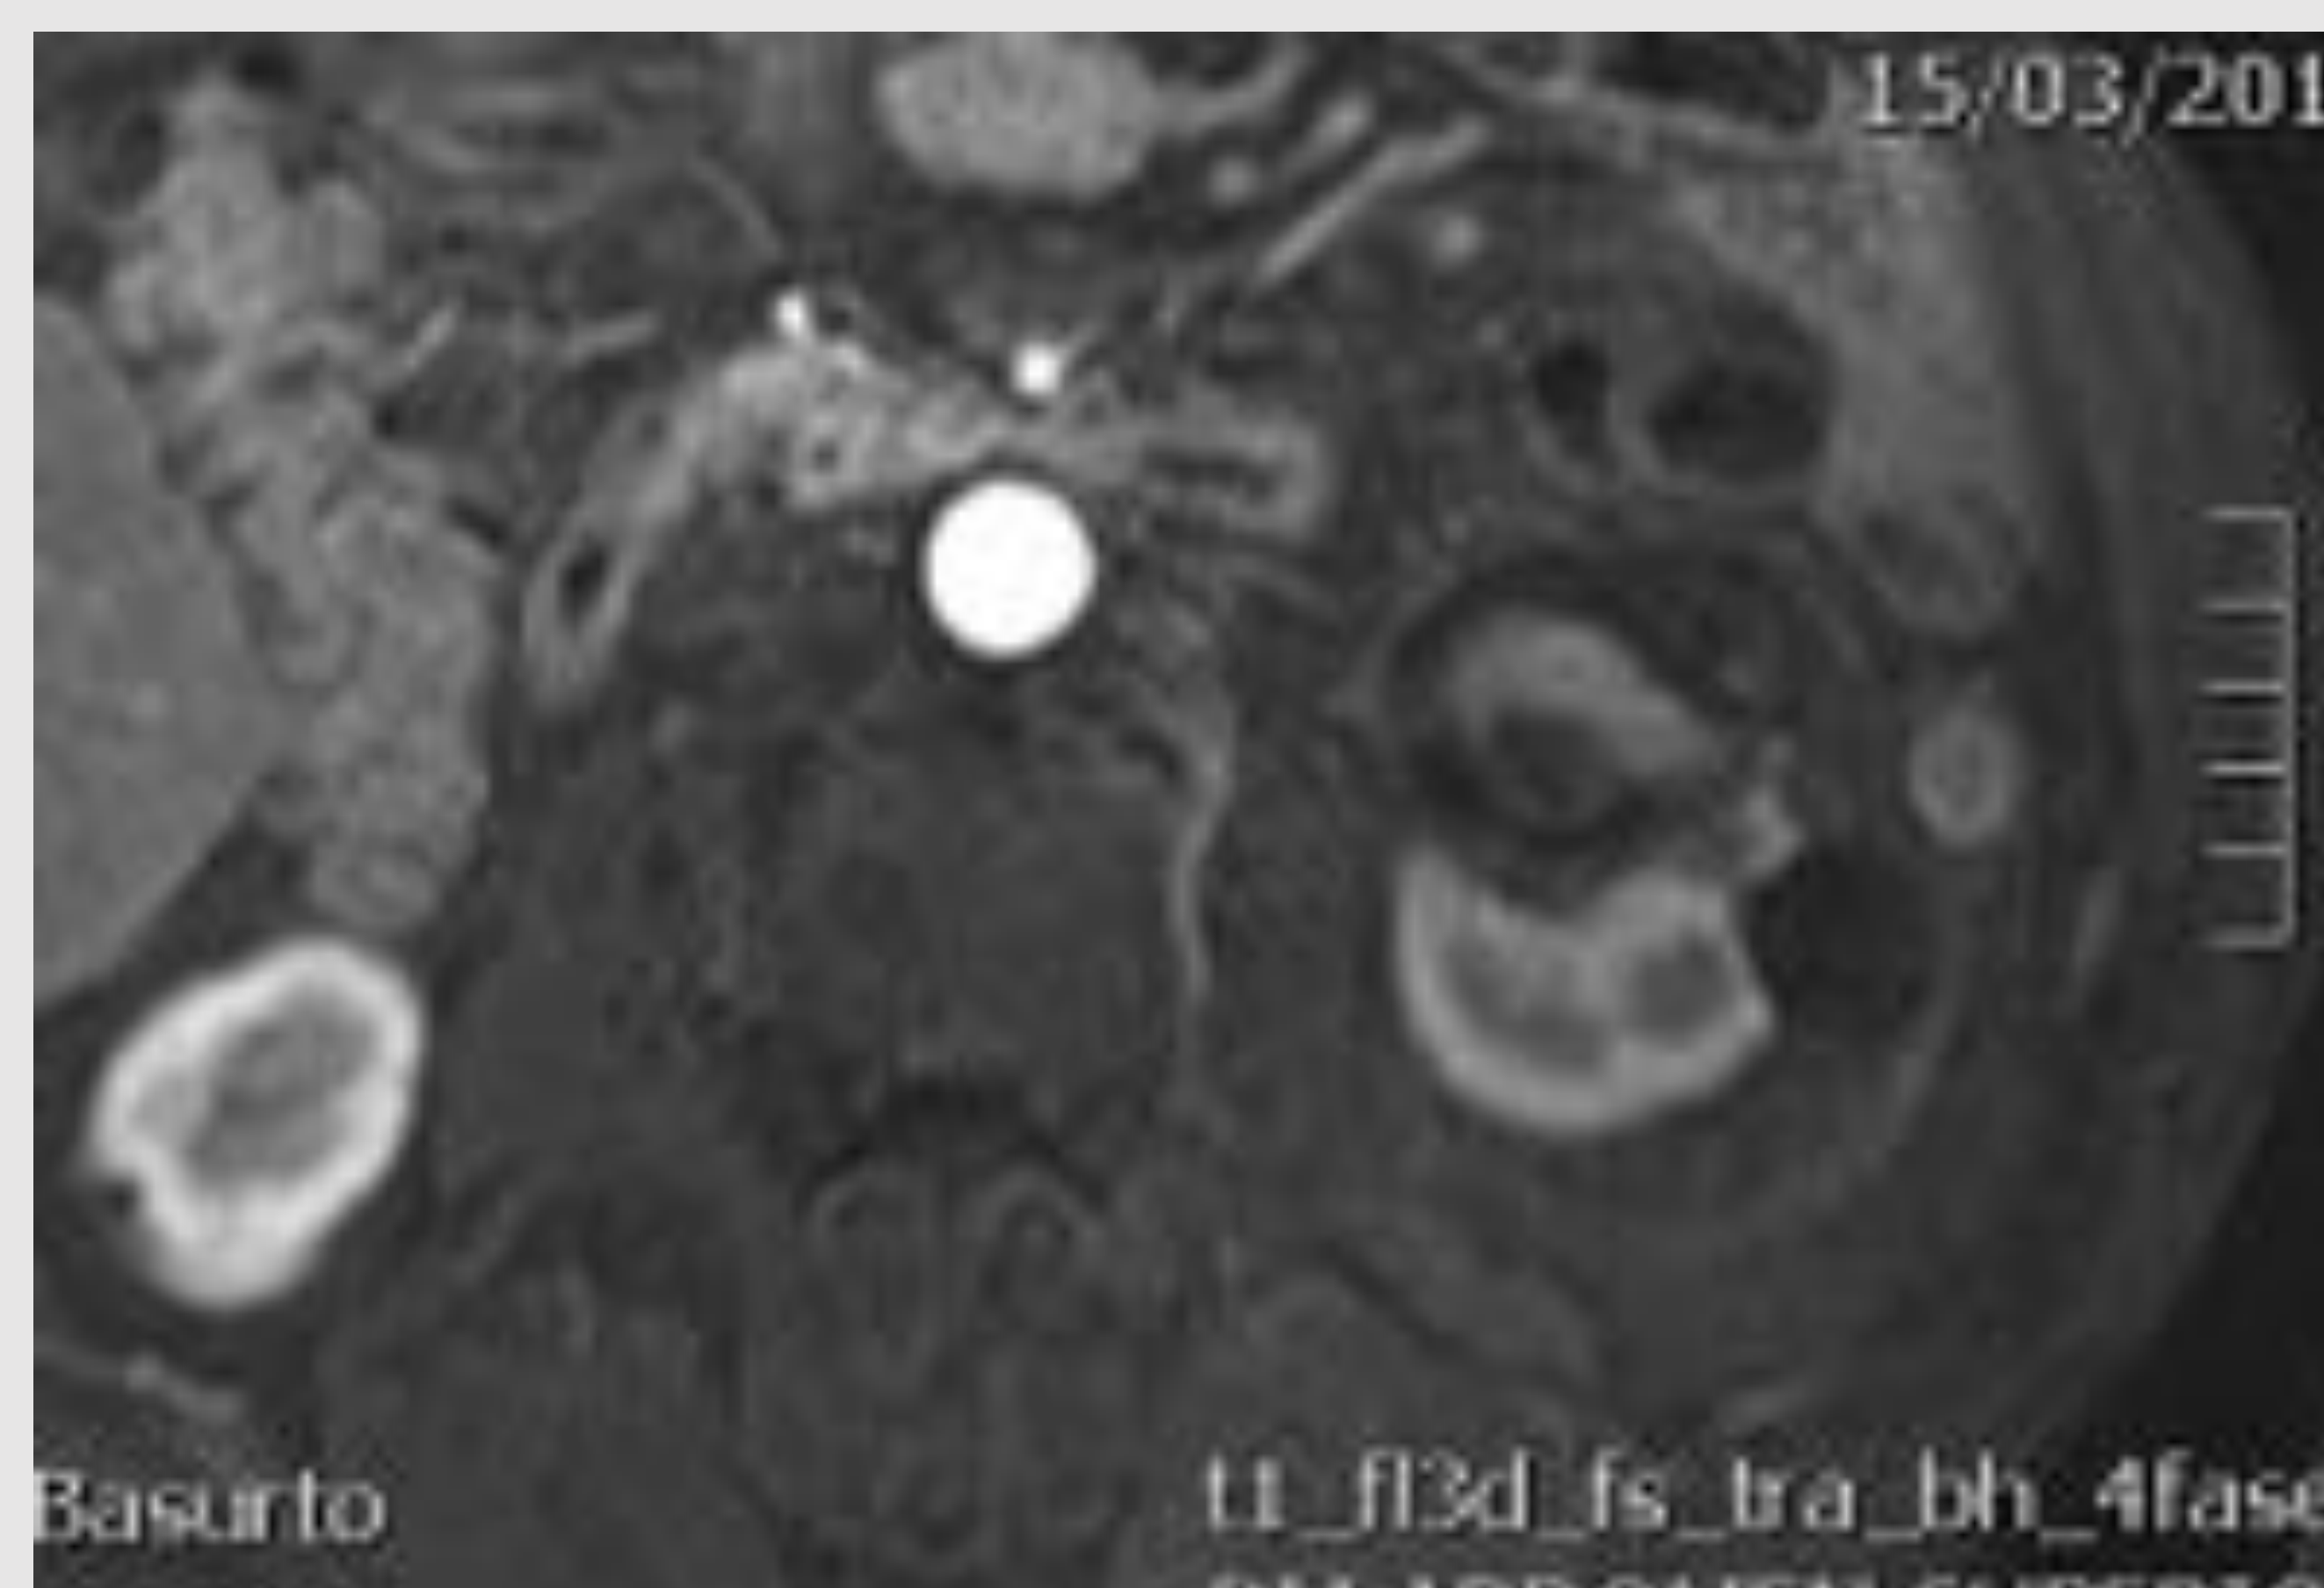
Infarto renal focal tras ablación. Carcinoma de células renales de 2,6 cm en un hombre de 82 años localizado cerca del labio anterior del hilio renal. Para la ablación se usó un electrodo de RF de 3,5 cm de diámetro. La ablación transcurrió sin incidencias. En el control por TC al mes el tumor no presentaba realce, pero se observaba una ausencia de captación de un segmento del parénquima renal, evidenciando un infarto de una arteria segmentaria. En el control de RM a los 6 meses los hallazgos fueron similares.
